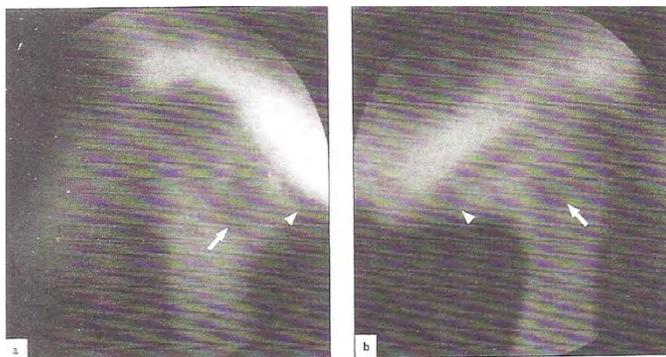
Tomografías de (a) una ATM derecha y (b) una ATM izquierda mostrando una OA secundaria bilateral con formaciones subcondrales quísticas (flechas), aplanamiento de las superficies articulares, reducción del espacio articular, esclerosis subarticular y formación de espículas (cabezas de flecha).¹³⁴
